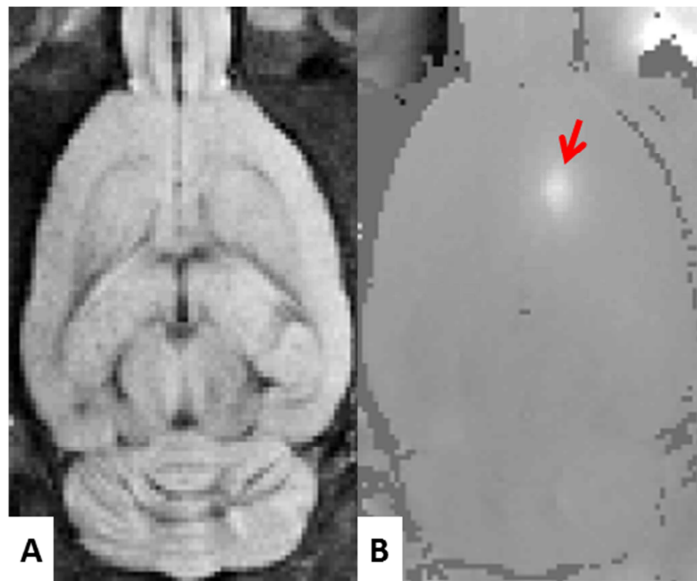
Images ARFI. A. Image de magnitude. B. Image de phase correspondante après déroulage de la phase. La flèche rouge indique la position de la tache focale ultrasonore, qui se traduit par une phase plus importante (hyper signal) du fait du mouvement des tissus lors de l'application des ultrasons.
